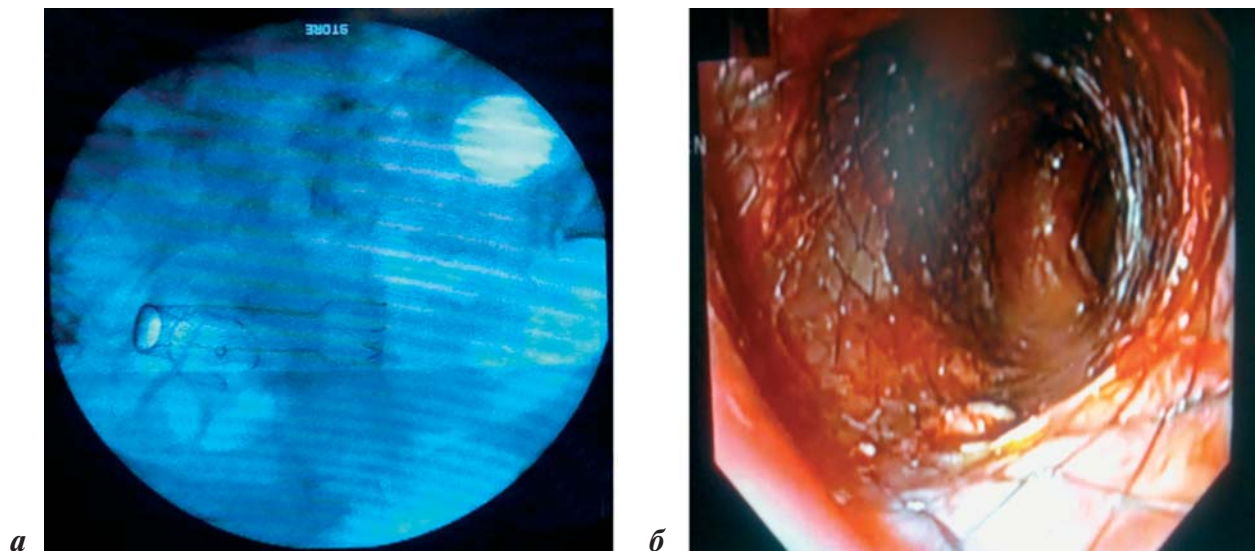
Рентгеноэндоскопическая картина установленного стента:
